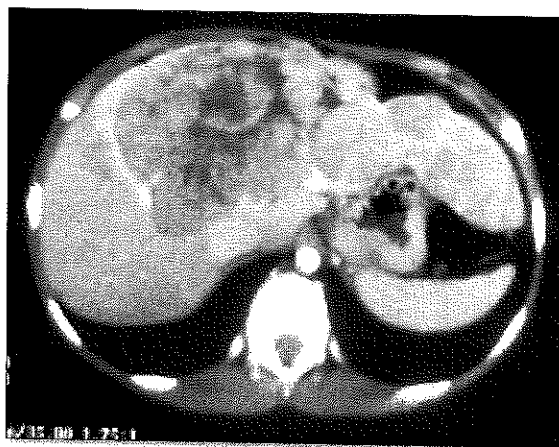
Tomografía de abdomen. Masa tumoral hepática en paciente con hepatocarcinoma.
